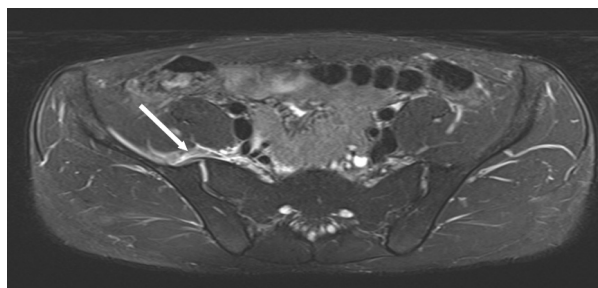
A T2-weighted magnetic resonance image showing increased signal intensity over the right sacroiliac joint (arrow).
